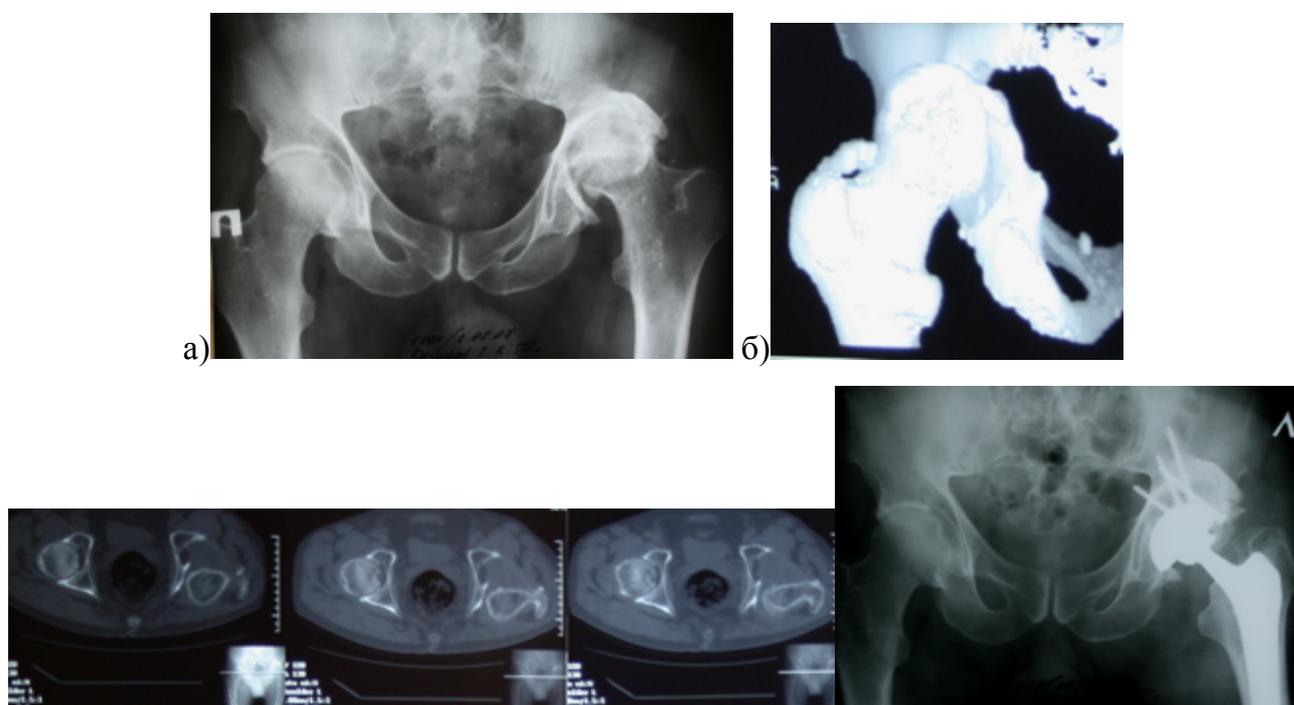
Рентгенограммы и КТ пациента 50 лет с последствиями перелома вертлужной впадины типа 2В (7 лет после травмы): а) на обзорной рентгенограмме величина разрыва линии Шентона составляет 2,5 см, имеется отчетливый двойной контур, обусловленный наложением головки на линию крыши вертлужной впадины; б) 3D-реконструкция визуализирует протяженность сегментарного дефекта почти на $\frac{1}{2}$ окружности вертлужной впадины; в) на поперечных срезах КТ определяется почти полное смещение головки; г) Для установки вертлужного компонента потребовалась опорная костная пластика из удаленной головки бедренной кости
